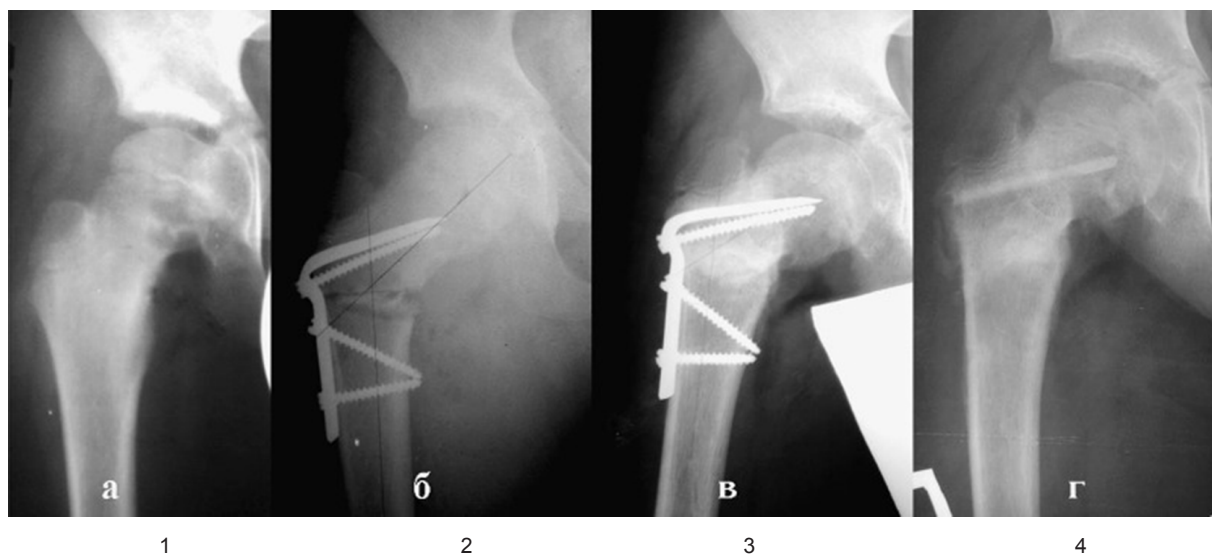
Рентгенограммы пациента Я., 5 лет. Диагноз: болезнь Легг – Кальве – Пертеса, II стадия, частичное поражение эпифиза. 1 — до операции; 2–3 — этапы переднеротационной остеотомии; 4 — после удаления металлоконструкции с применением аллопластики дефекта головки бедра
